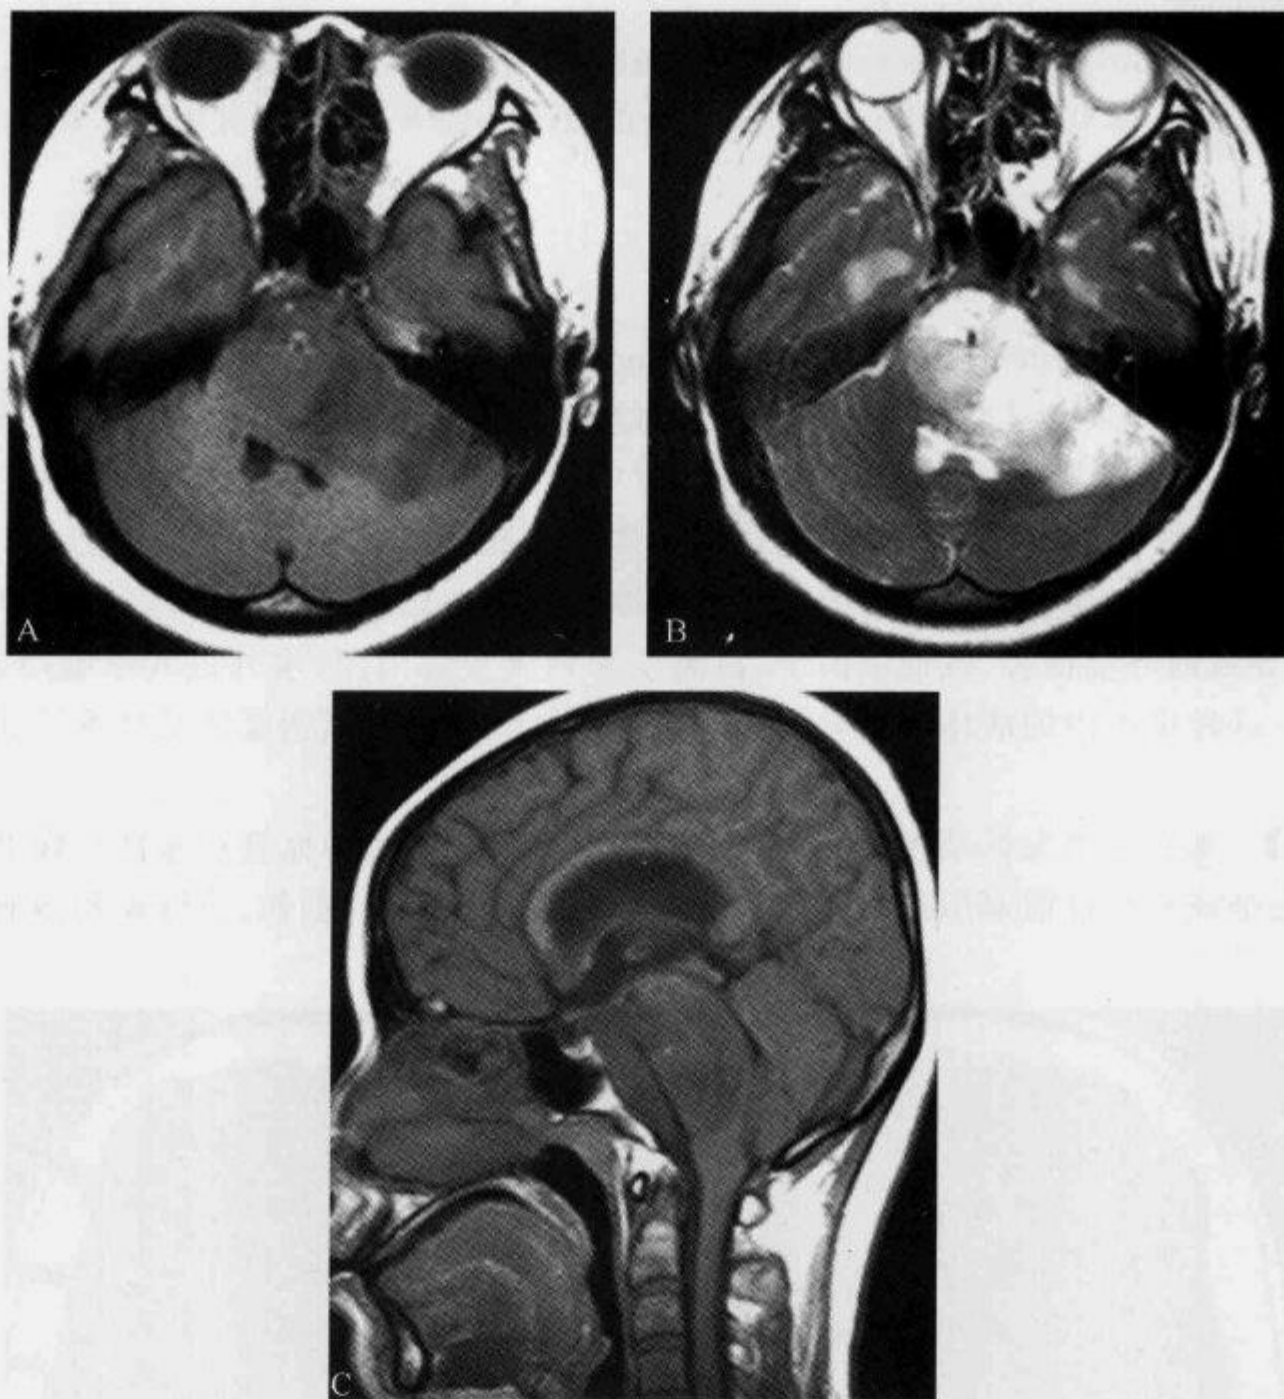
MRI 示脑干胶质瘤的“基底动脉包埋征”
